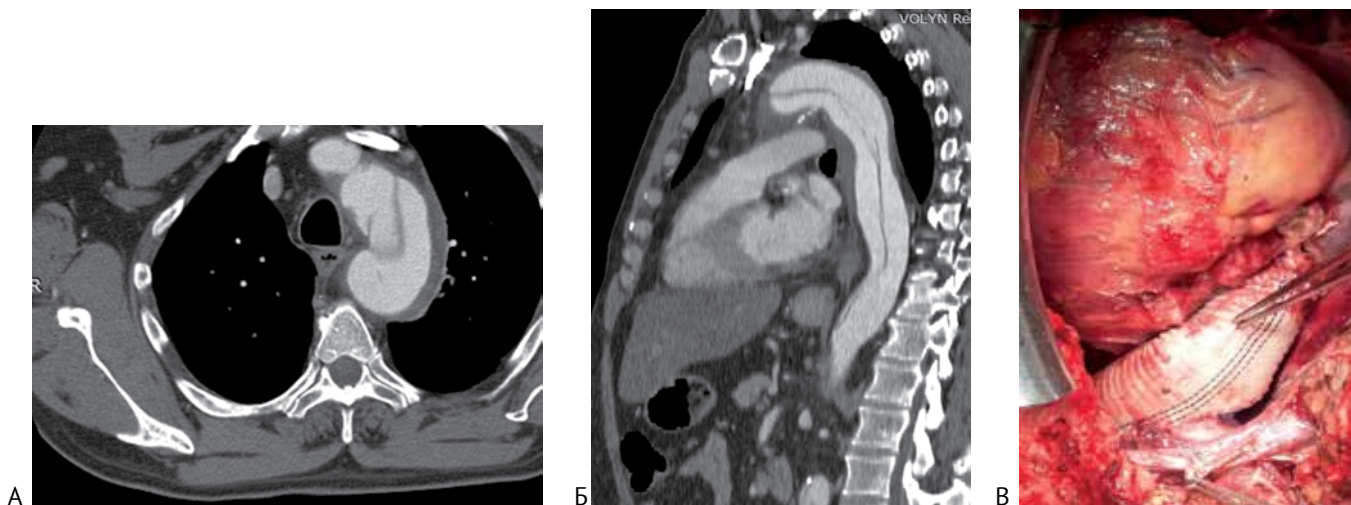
Передопераційна КТ-ангіографія хворого Б (А і Б). В – вигляд протезованої дуги аорти лінійним протезом
